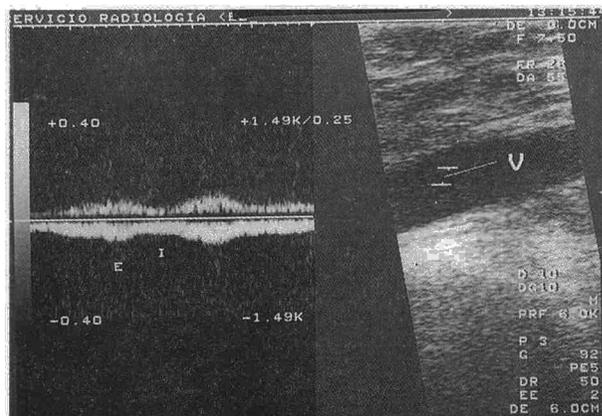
Ecografía Doppler-dúplex de vena de extremidad inferior normal (V). Onda negativa ondulante con máximo retorno durante la espiración (E) disminuyendo durante la inspiración.
